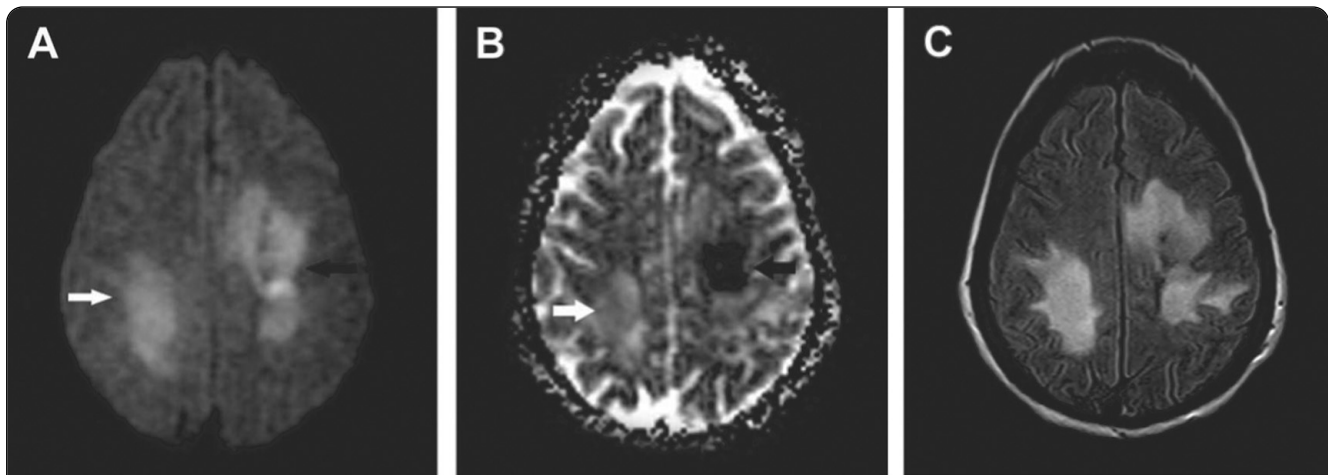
МРТ демонструє поєднання цитотоксичного і вазогенного набряку.
